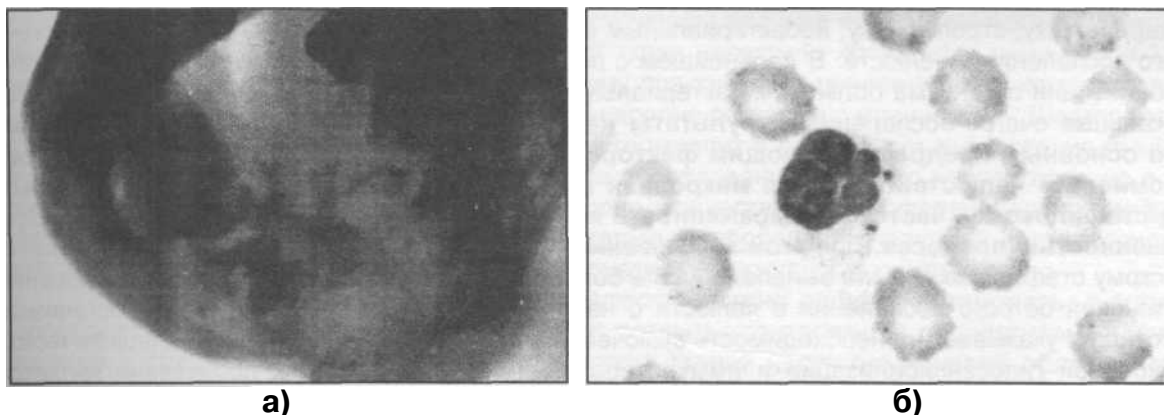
Больной с деструктивной формой одонтогенного остеомиелита нижней челюсти: а) рентгенограмма нижней челюсти; б) очень низкая фагоцитарная активность лейкоцитов крови.
